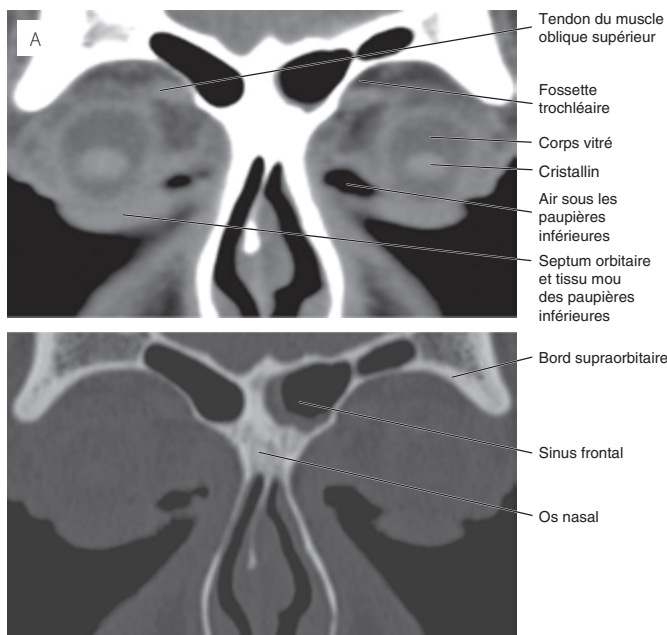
TDM, coupes frontales reconstruites des orbites (de la région antérieure vers la région postérieure). Le tissu mou est illustré dans les images supérieures, les fenêtres osseuses dans les images inférieures, aux niveaux suivants : (A) la portion réfléchi du tendon du muscle oblique supérieur (B) le milieu du globe oculaire (C) le pôle postérieur du globe (D) les muscles externes du globe oculaire (E) juste en avant du sommet de l'orbite.
